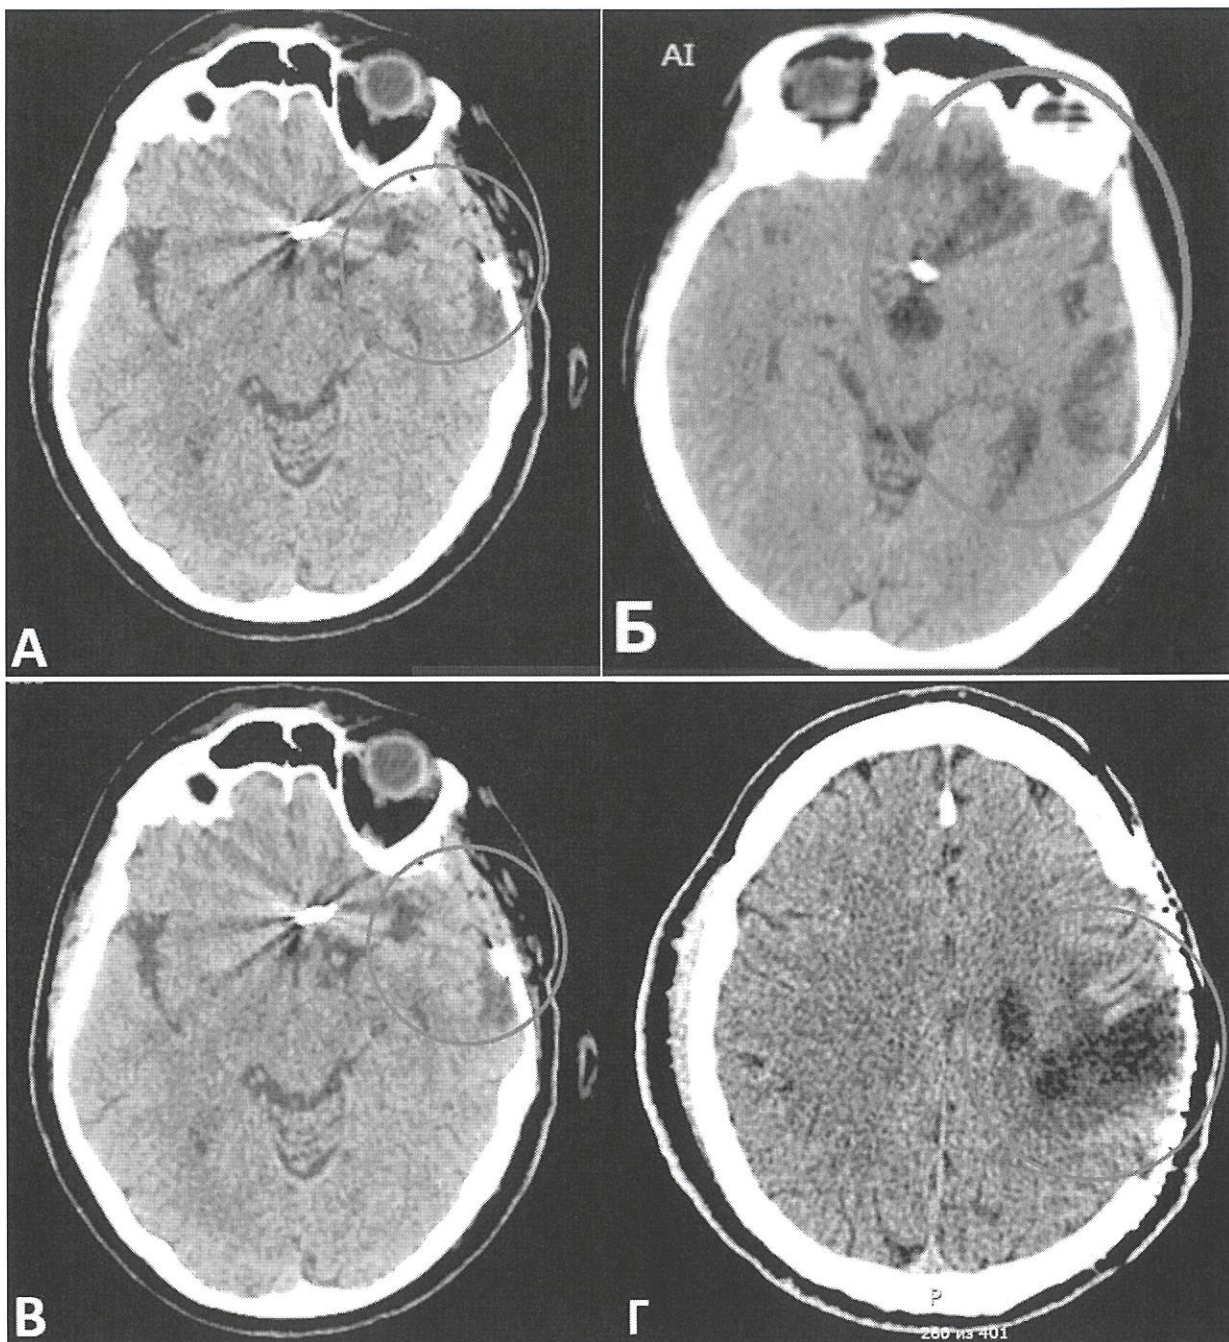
КТ головного мозга в отдаленном периоде кровоизлияния через 6-12 месяцев. А-В. Кистозно-глиозные изменения лобных и височных долей (обведено красным). Г. Порэнцефалическая киста после кровоизлияния из дистальной аневризмы левой средней мозговой артерии (обведено красным)
